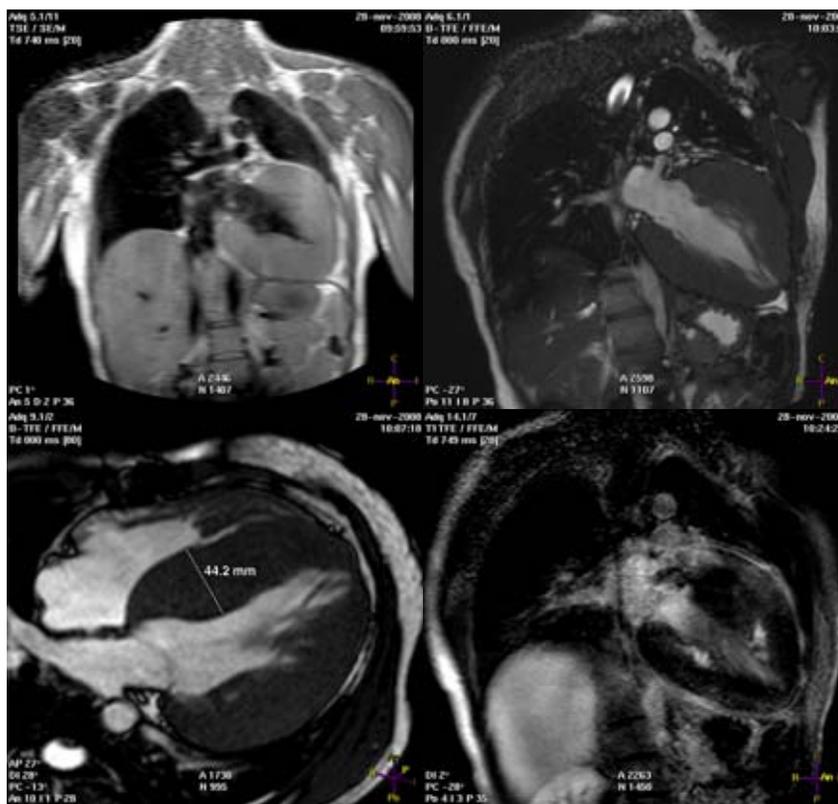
Resonancia nuclear magnética que muestra la severidad de la hipertrofia ventricular izquierda.
